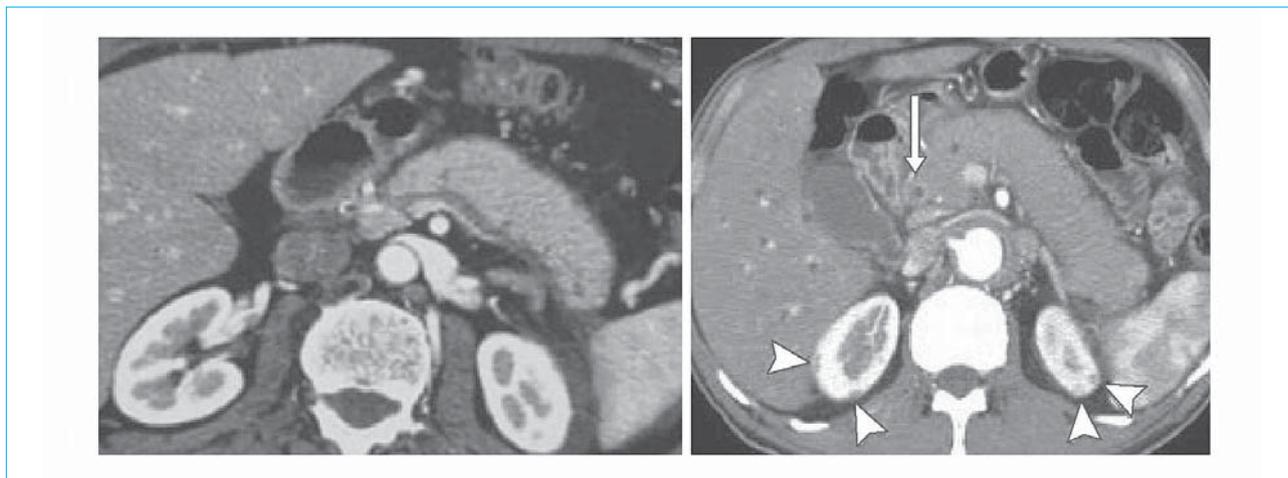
КТ-изображения брюшной полости при IgG4-АЗ. «Колбасовидная» поджелудочная железа с потерей дольковой структуры (слева). Накопление контрастного вещества дистальной частью общего желчного протока (ОЖП, указано стрелкой), признак IgG4-ассоциированного холангита (IgG4-АХ). Обратите внимание на типичные изменения почек (указано стрелкой), характерные для IgG4-АЗ, подтверждающие диагноз [225]
